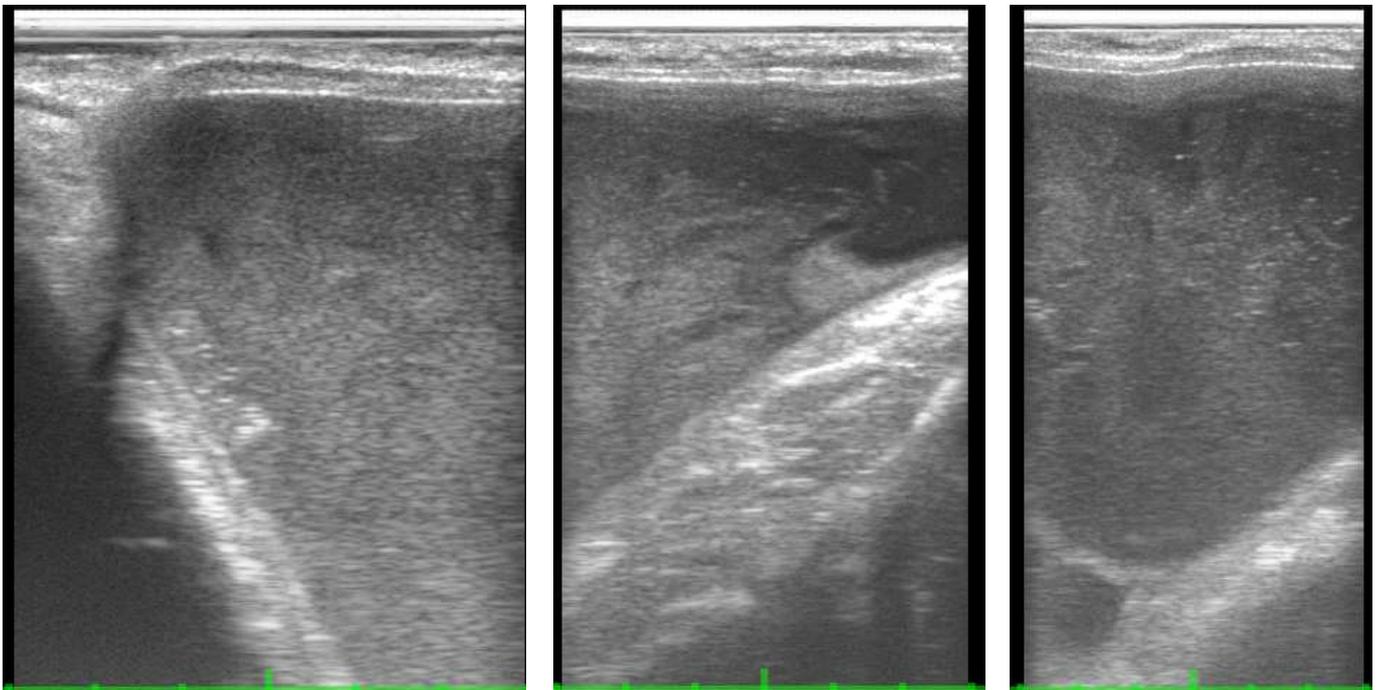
Examen échographique de la vessie
